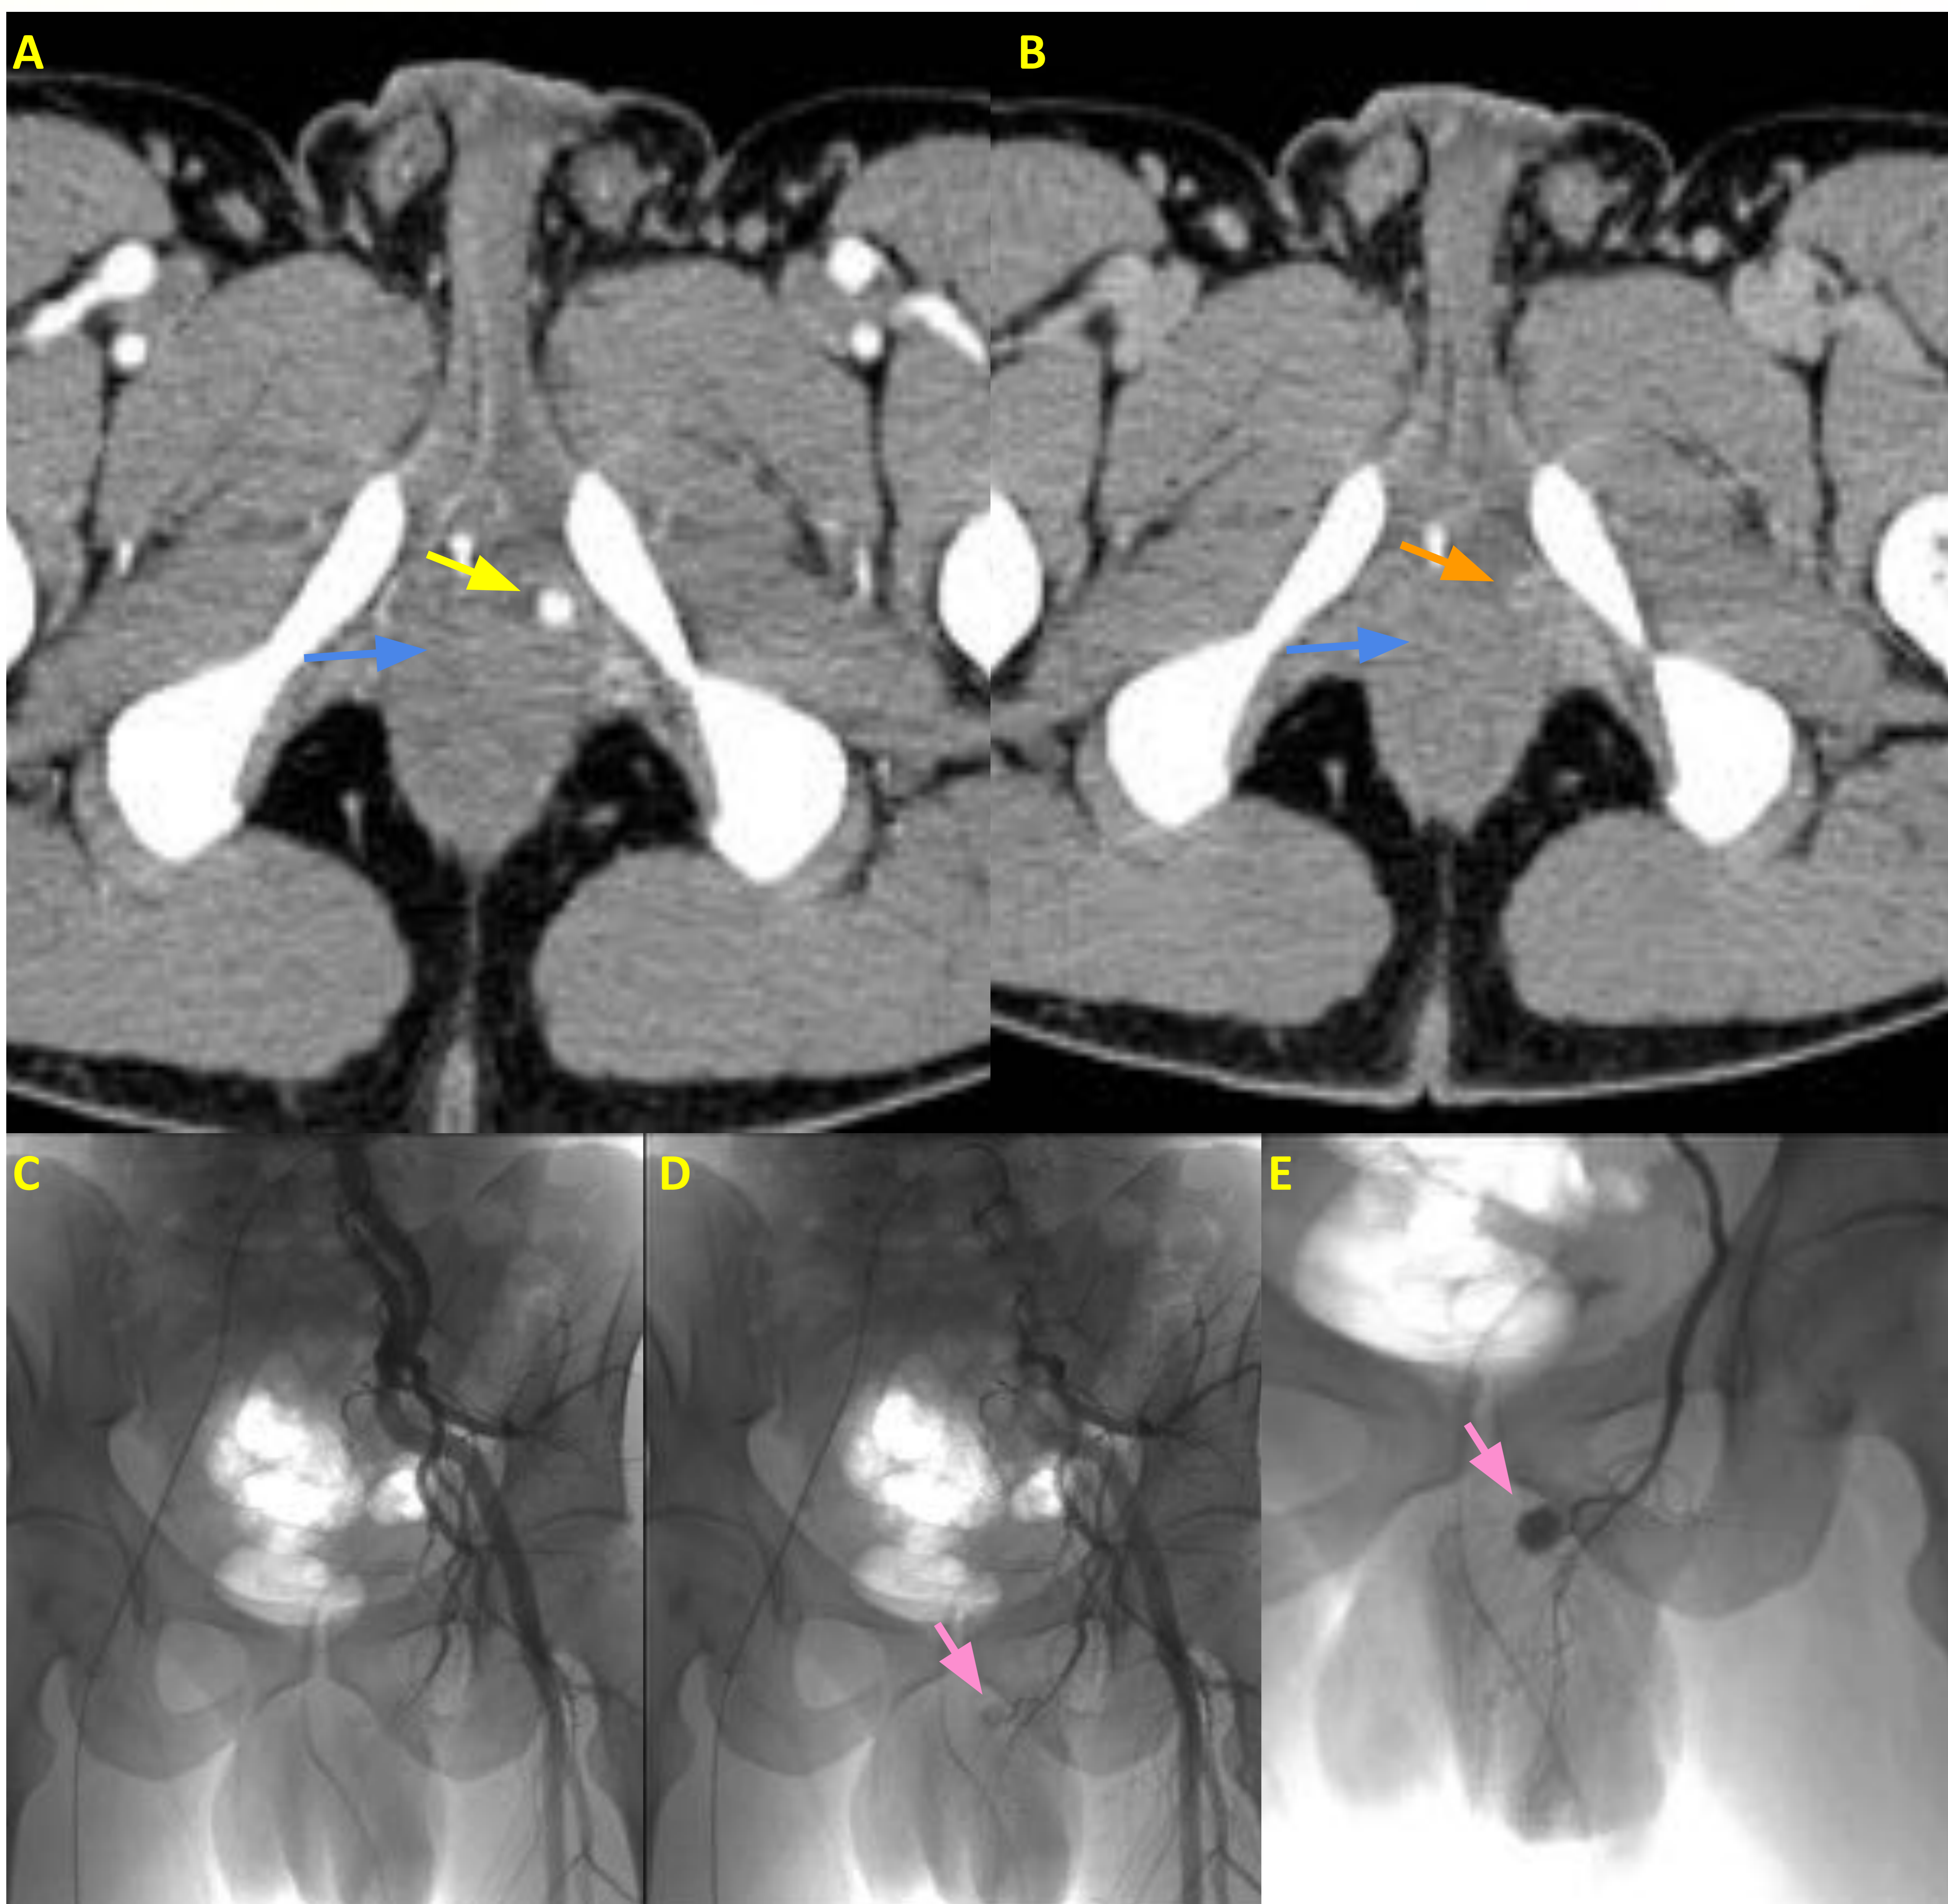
Traumatismo peneano con formación de pseudoaneurisma. TC con fase arterial (A) y venosa (B) y arteriografía (C,D,E). Hematoma perineal en base peneana izquierda (flecha azul), con imagen nodular de extravasación de contraste en fase arterial (flecha amarilla), que persiste de tamaño y morfología en fase venosa aunque disminuye su opacificación (flecha naranja), sugestiva de pseudoaneurisma. Se confirma la presencia del pseudoaneurisma mediante la arteriografía a nivel de rama de arteria pudenda interna izquierda (flecha rosa).
